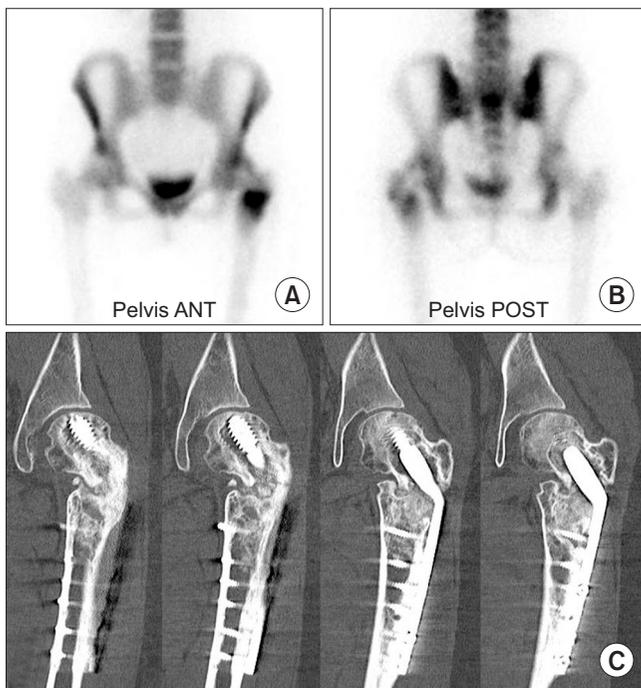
Anterior (ANT; A) and posterior (POST; B) view of technetium-99m bone scintigraphs show a cold area caused by metallic implant and intense uptake in the fracture site, but no significant uptake in the femoral head. (C) Consecutive computed tomographs show a partial union of the anterior portion of intertrochanteric fracture, but clearly show an osteolysis around the lag screw, and subchondral fracture with subsequent collapse of the femoral head.
